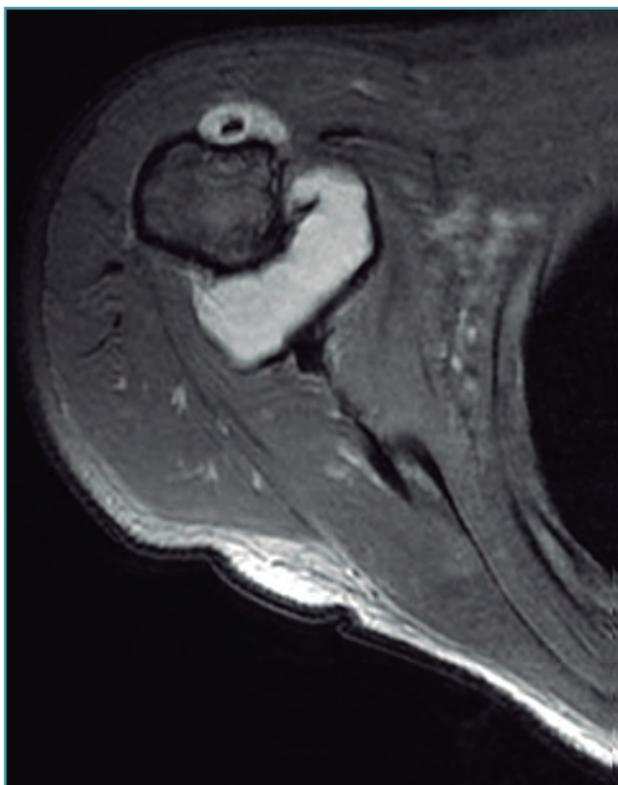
Resonancia magnética, T1 corte axial: condromatosis sinovial.
